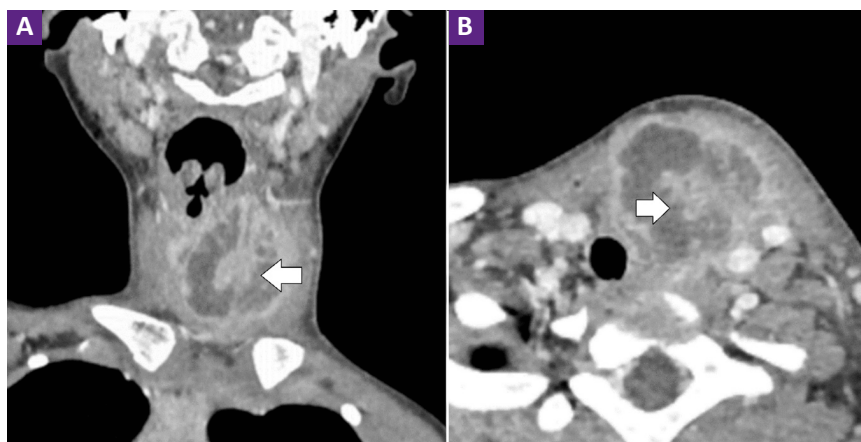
Tomografía cervical con contraste. A. corte coronal y B. corte transversal. Se evidencia formación heterogénea de contenido sólido-líquido con realce periférico al contraste y cambios inflamatorios locales con lateralización derecha de la tráquea cervical.
